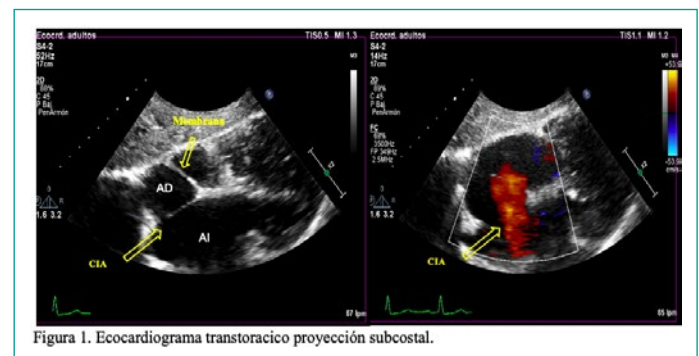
Ecocardiograma transtoracico proyección subcostal.
